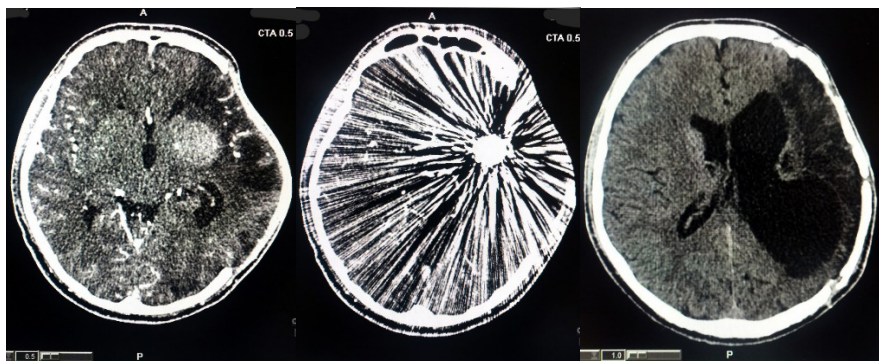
КТ-сканы ГМ через 3 месяца после оперативного лечения
